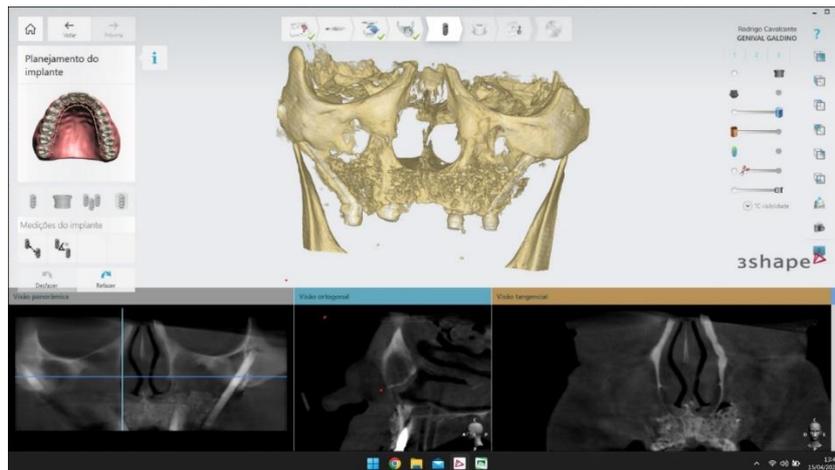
Tomografia computadorizada da maxila.
